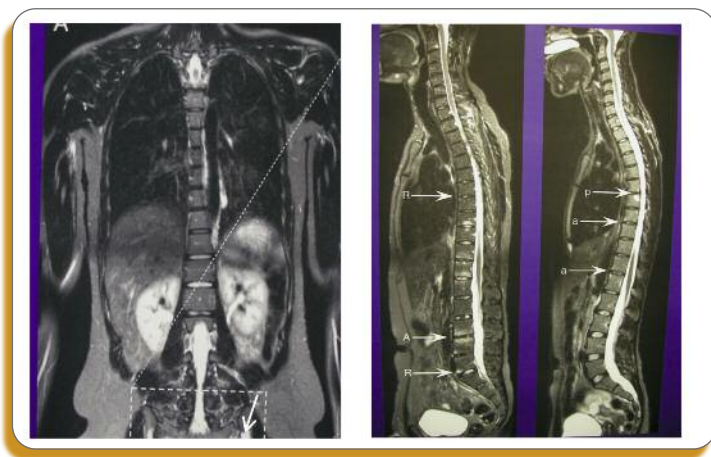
IRM corps entier permettant l'exploration du rachis, des sacro-iliaques, des hanches, des épaules et de la paroi thoracique antérieure dans l'évaluation des spondylarthropathies : mise en évidence de signaux inflammatoires au niveau du rachis et des sacro-iliaques (flèches).
